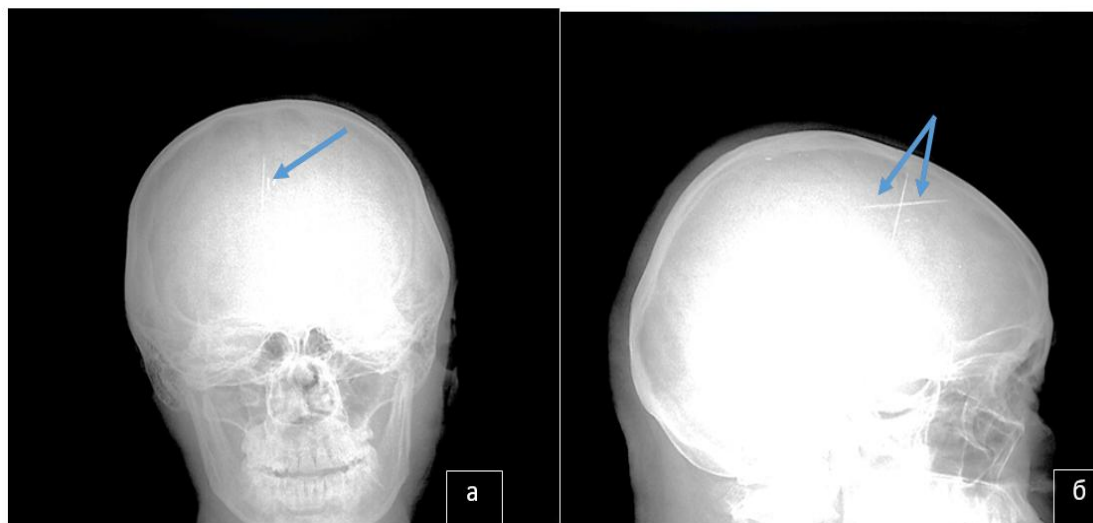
Пациентка С., 38 лет. Рентгенография костей черепа. Стрелками показана локализация рентгеноконтрастных инородных тел (игл): а – фронтальная; б – сагиттальная плоскости
